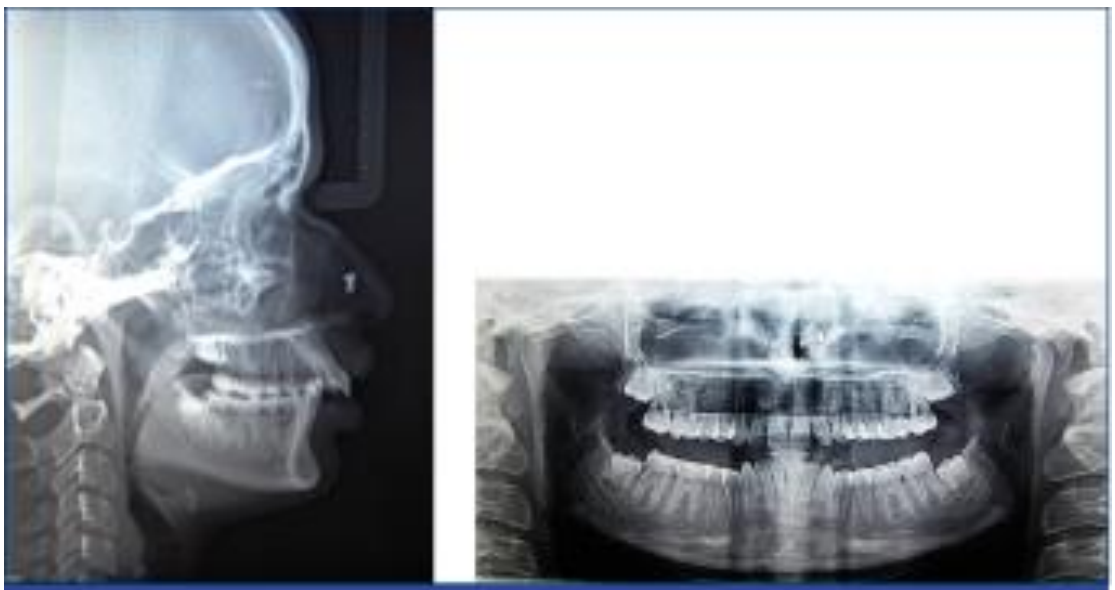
Radiografías pre tratamiento
